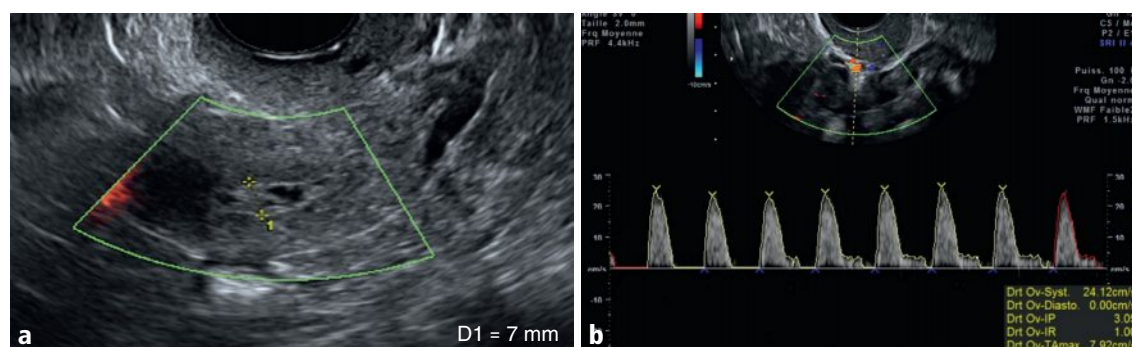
a, b Utérus, coupe sagittale médiane en mode Doppler énergie (a) et Doppler pulsé de l'artère utérine (b).
